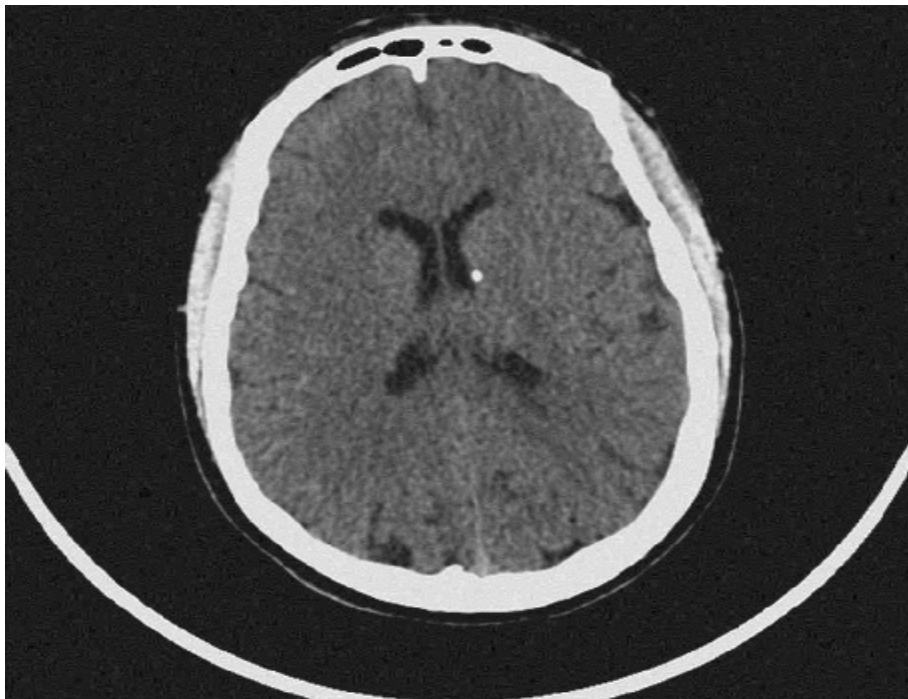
Toxoplasmose congénitale, calcification paraventriculaire en tomographie.(36)
